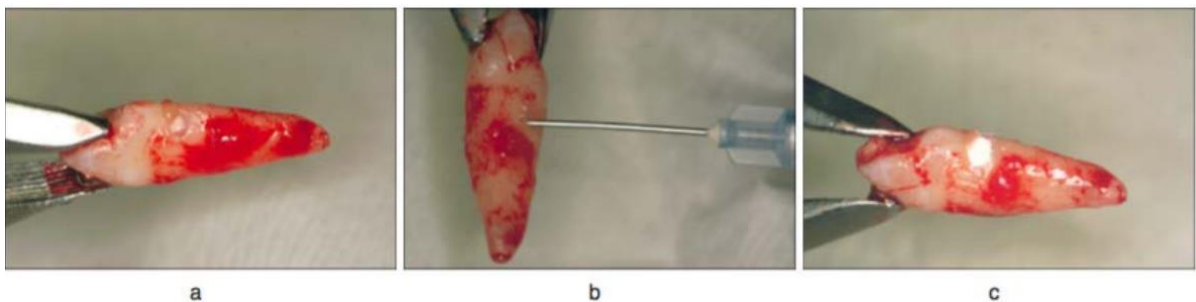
obturation d'un point d'ankylose à l'IRM
